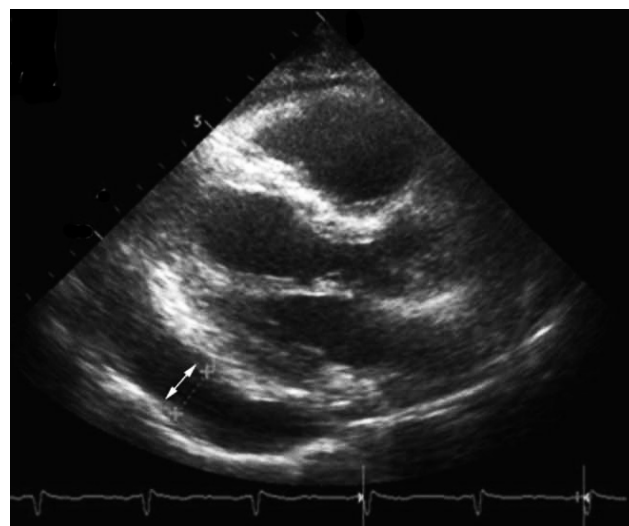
Выпот в полости перикарда на двухмерной эхокардиограмме
